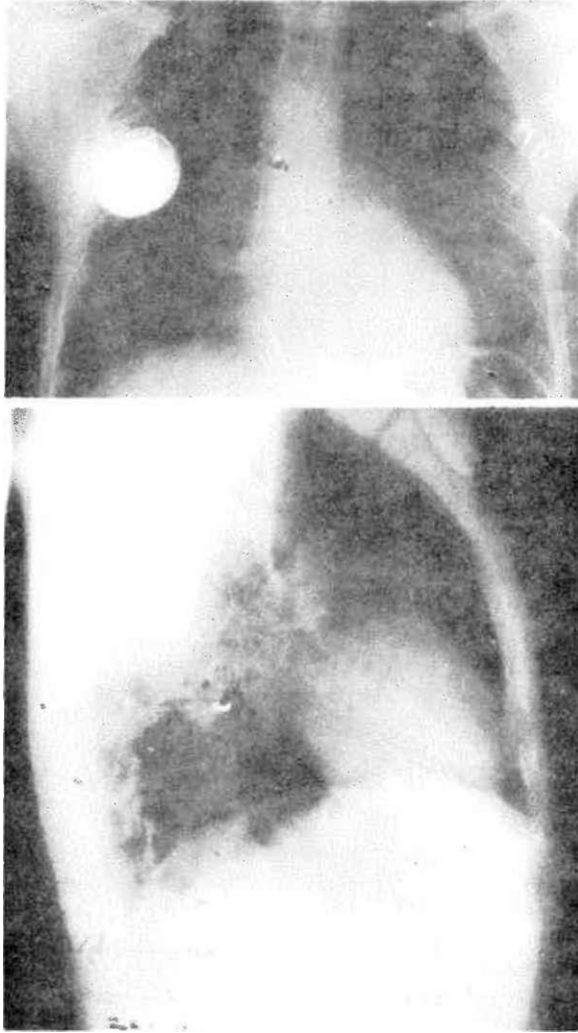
U1VO pacemaker takılmış bir hastaya ait röntgen filmlerinde pacemaker jeneratörü, atrial ve ventriküler elektrodlar görülmektedir. Yan grafitte atrial elektrod J şeklinde görülmektedir.
